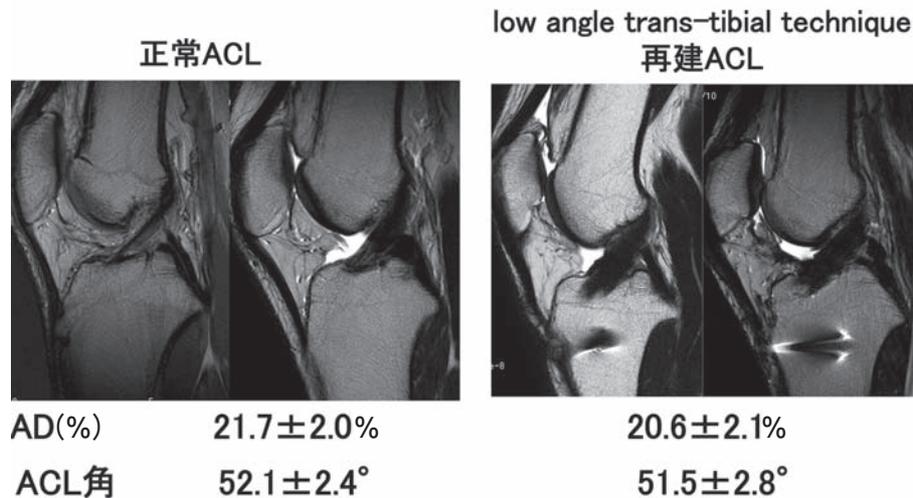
正常 ACL と low angle trans-tibial technique 再建 ACL の MRI 矢状断例とそれぞれの AD(%), ACL 角の平均値
